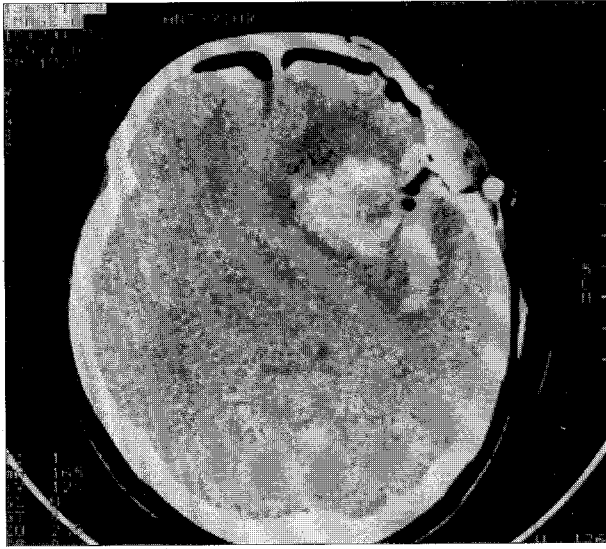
3days CT scan after temporary clipping to the middle cerebral artery in middle cerebral artery aneurysm shows ICH on the left frontotemporal area.
